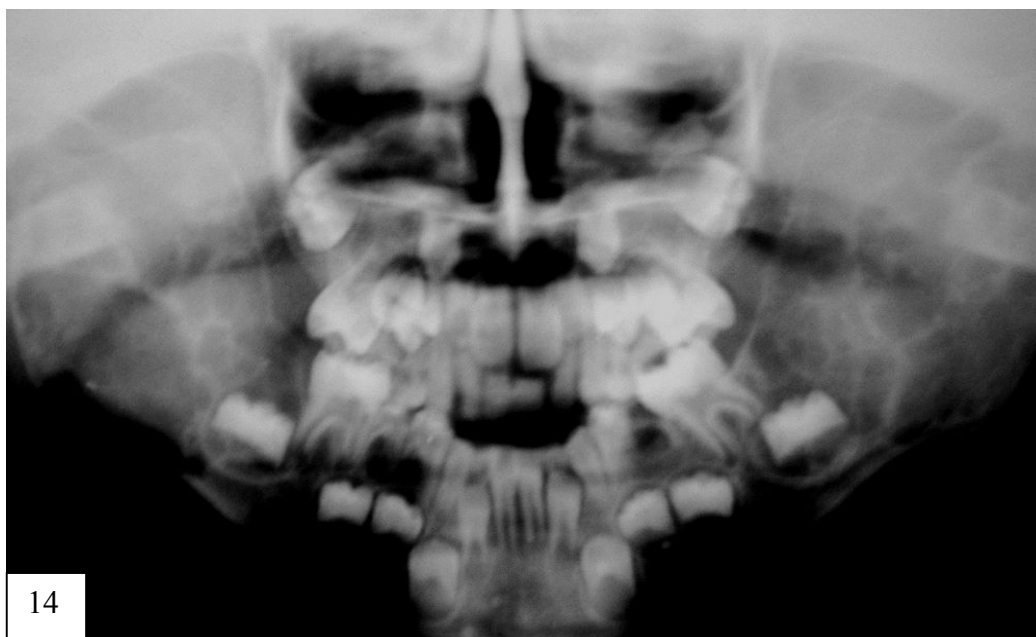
Ortopantomografía de niños de 7 años (14) y 8 años (15) que revelan lesiones múltiples lesiones radiolúcidas causadas por quistes multiloculares de origen óseo que afectan tanto a la rama como cuerpo mandibular de manera bilateral.⁵
